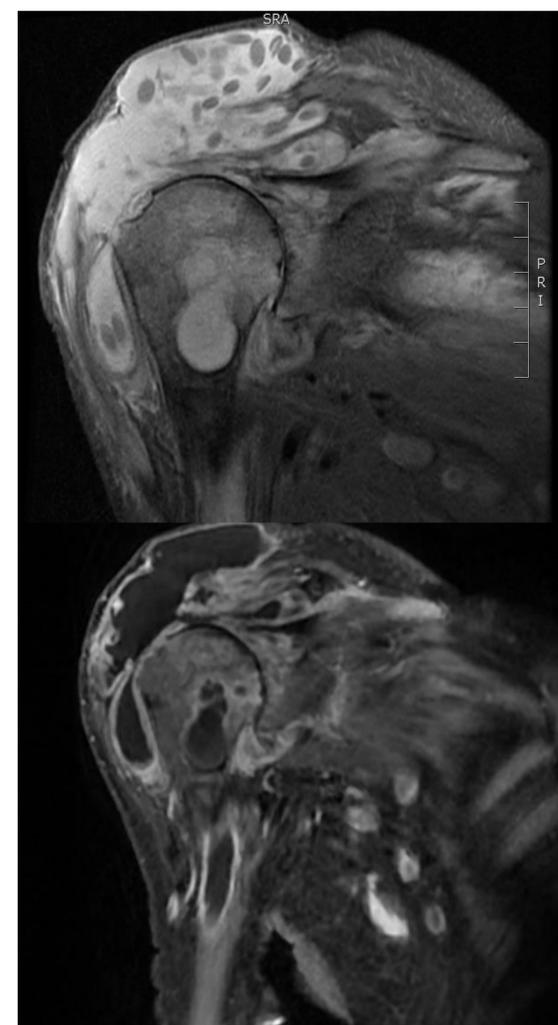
Cortes coronales de resonancia magnética nuclear.
